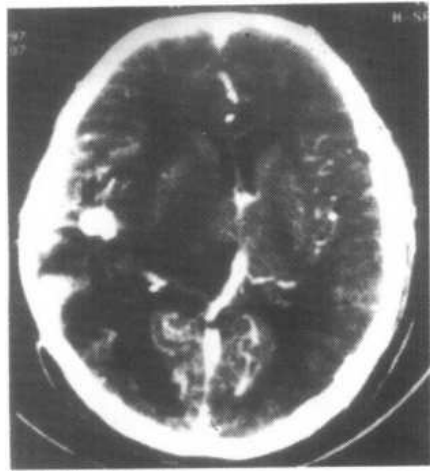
与 2-8-5a 同一病例 X 刀治疗后 6 个月, CT 扫描示肿瘤基本消失, 钙化灶不变, 周围水肿及占位效应明显
